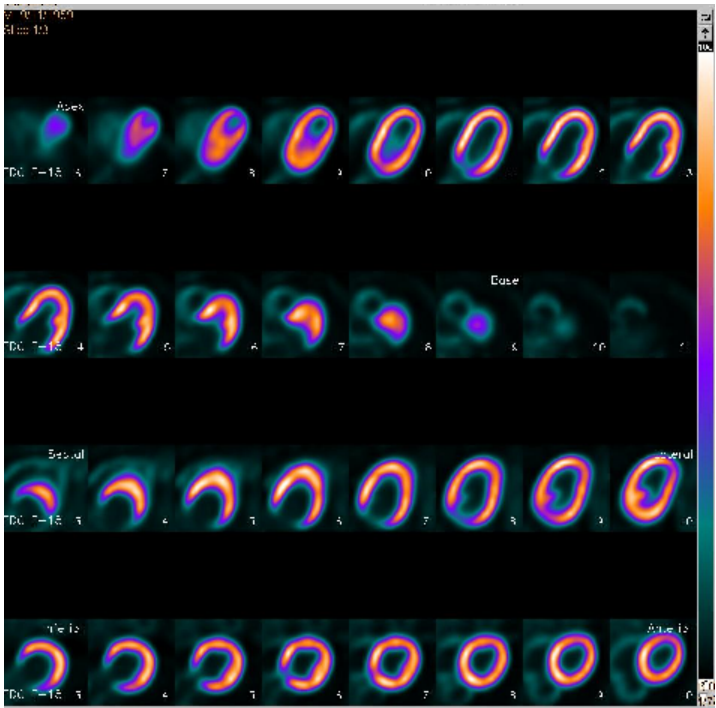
Imagens PET-CT cardíaco com ¹⁸F-FDG, slices, caso 8.
